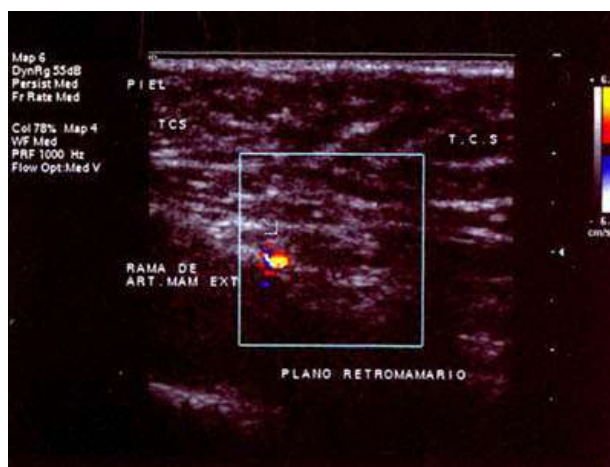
Imagem com Doppler colorido de um ramo da artéria mamária externa (<http://www.medstudents.com.br>)
